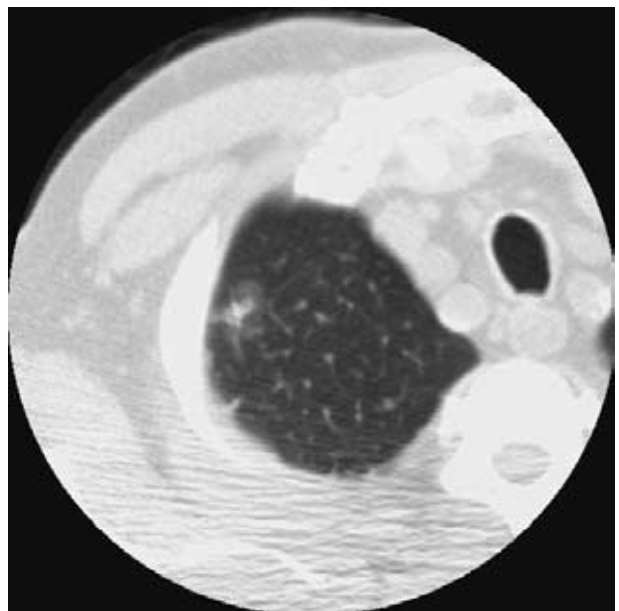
Mixed GGO on thin-section CT.
